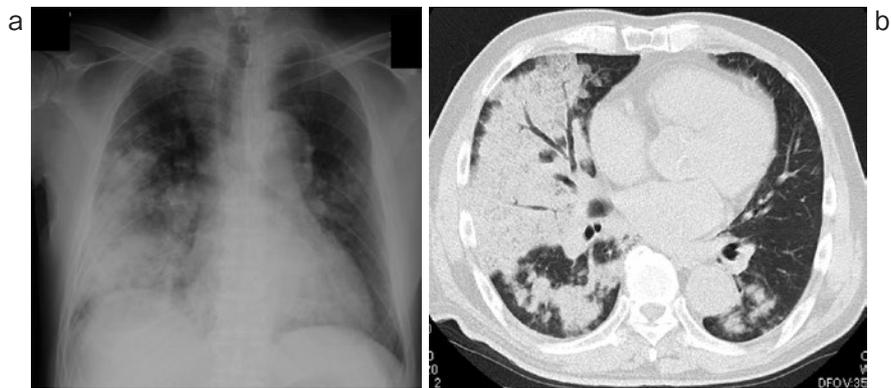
症例1の入院時画像所見. 胸部X線撮影 (a) では両側性の浸潤影を認め, 単純CT (b) では大葉性肺炎パターンを呈した. 入院4時間後に浸潤影は拡大した.
